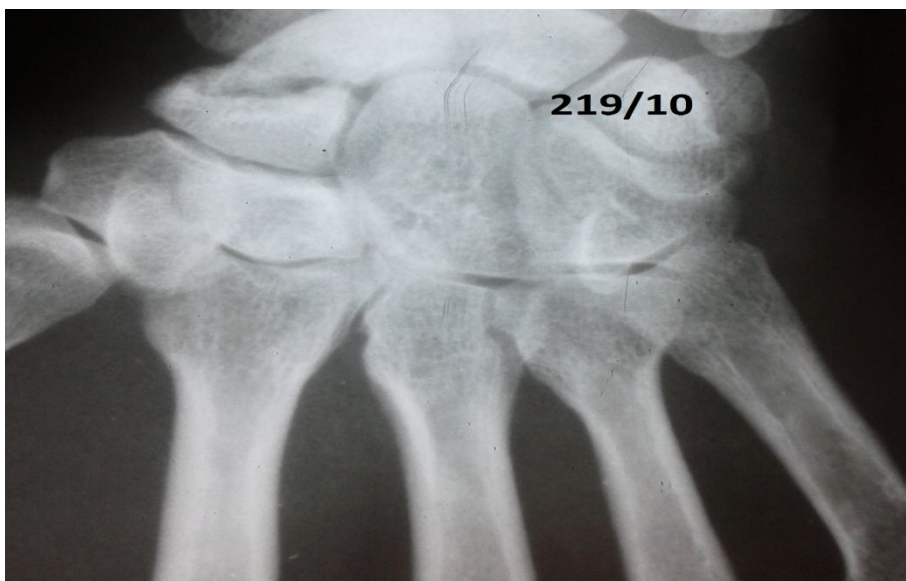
Radiographie du poignet, incidence de face, montrant une pseudarthrose du scaphoïde carpien.
